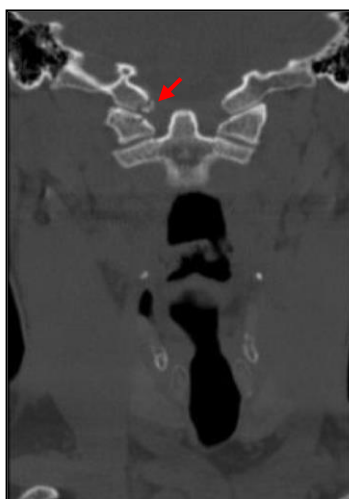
Fractura mínimamente desplazada del cóndilo occipital medial inferior derecho. Se realizó una tomografía computarizada en espiral de la columna cervical desde la base del cráneo hasta la entrada torácica con un grosor de corte de 2,5 mm. Imagen de Muhammad Waseem et al. 2014.
